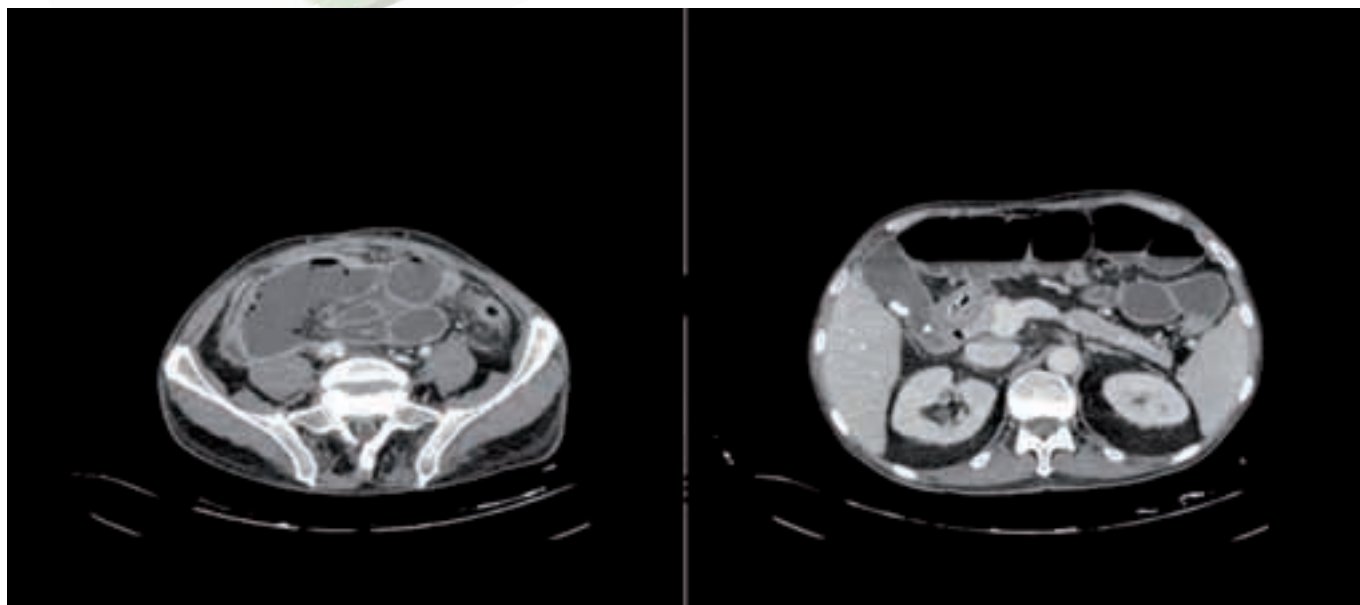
Tomografía computarizada abdominal que muestra oclusión intestinal con perforación de asa ileal y gran colección abdominal.
